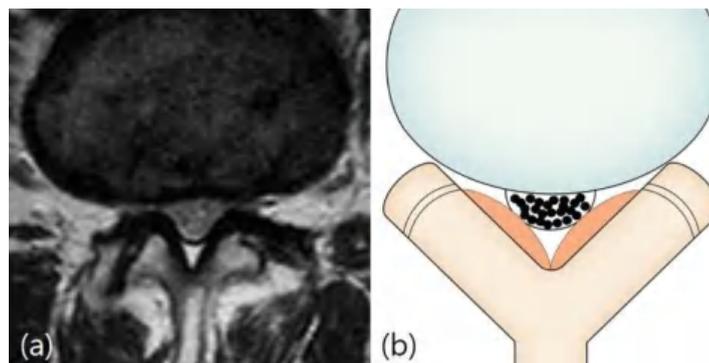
Klasifikasi Schizas. Grade C dan D (stenosis parah atau ekstrim). Gambar a dan b : Grade C (stenosis parah). Seorang pria 71 tahun dengan radikulopati ekstremitas bawah kiri. Gambar MRI aksial berbobot T2 pada L4-5 menunjukkan bahwa tidak ada rootlets dikenali dengan penipisan lengkap ruang cairan serebrospinal, namun lemak epidural ada pada posterior. Gambar c dan d: Grade D (stenosis ekstrim). Wanita 70 tahun dengan ekstremitas kanan bawah radikulopati. MRI potongan aksial berbobot T2 pada L4-5 menunjukkan tidak ada rootlet yang dapat dikenali dan tidak ada lemak epidural di posterior. (Yeon et al, 2020)
